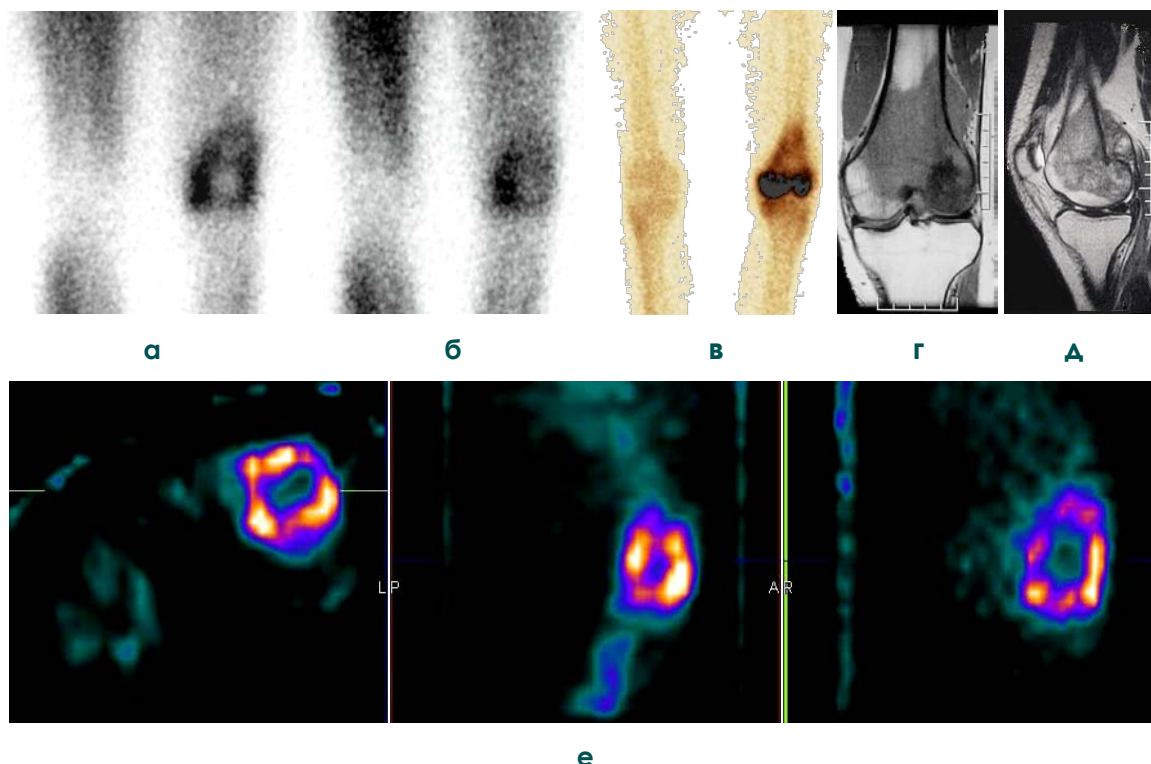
(а, б, в, г, д, е). Сцинтиграфия с ^{199}Tl -хлоридом: визуализация опухолевого процесса (смешанный тип накопления РФП). Больной П., 29 лет. Хондросаркома нижней трети левой бедренной кости.
